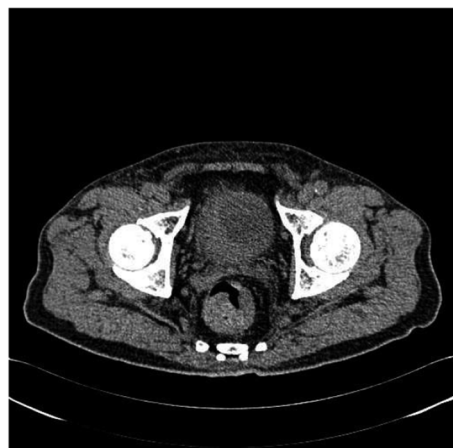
泌尿系 CT 平扫可见膀胱右侧壁明显增厚
